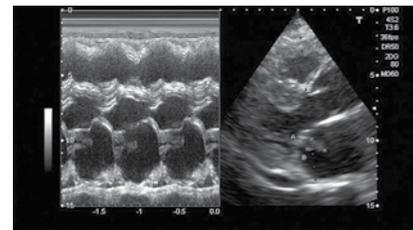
Se muestra un ecocardiograma 2D, donde se observa una vegetación en la válvula mitral.
